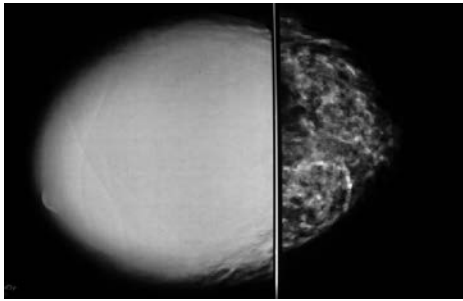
(superior). Proyecciones en CC que demuestran el aumento en el volumen y densidad de la mama derecha en relación con la izquierda; por eso se realizó el ultrasonido Figuras 19 y 20 (inferior). Lesión de grandes dimensiones, de naturaleza predominantemente quística, con múltiples ecos móviles internos y áreas sólidas murales de morfología papilar. En el Doppler color se observó hipervascularidad central y periférica.
